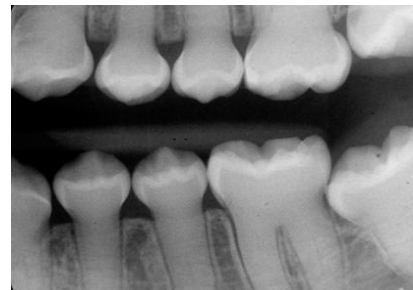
Hipoplasia focal del esmalte. ⁶⁴ Figura 8. Radiografía periapical de dientes posteriores con dentinogénesis imperfecta. ⁶⁵
